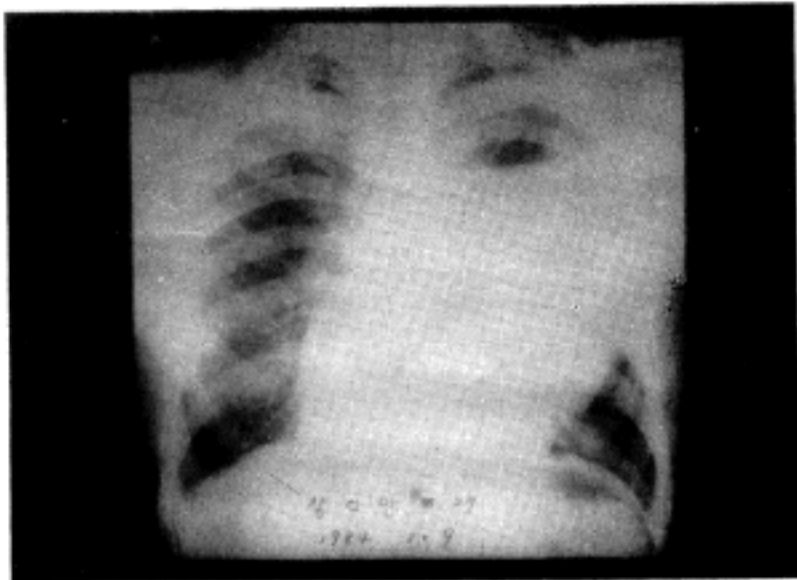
View of chest X-ray reveals huge mass in the left hemithorax.
